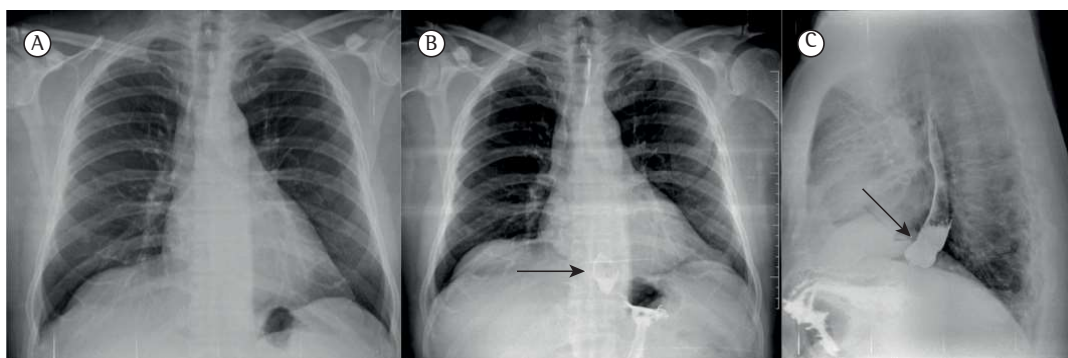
Radiografia de tórax de um homem de 47 anos de idade com história de 3 meses de tosse crônica. Em A, radiografia de tórax em incidência posteroanterior sem alterações significativas. Em B e C, radiografias de tórax realizadas após a ingestão de bário, mostrando um divertículo no esôfago médio (seta preta), diagnosticado como divertículo de tração causado por cicatrizes tuberculosas nos linfonodos peri-hilares.
